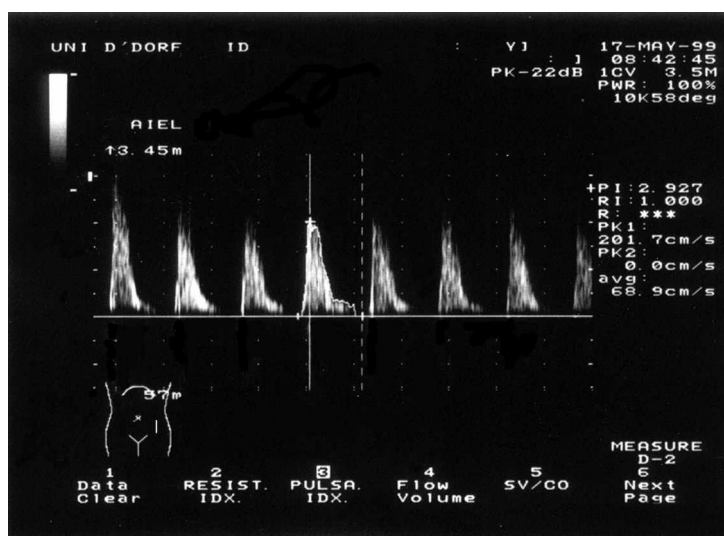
Pathologischer dopplersonographischer Befund: mittel- bis hochgradige Stenose in der A. iliaca externa links nach PTA und Stenteinlage mit biphasischem Flussprofil: Maximale Flussgeschwindigkeit (Vmax): 201,7 cm/s, Pulsatilitätsindex (PI) = 2,927 und Resistance Index (RI)=1; Herr J. S., 63 Jahre, PTA-Gruppe, Nachuntersuchung am 17.05.99
